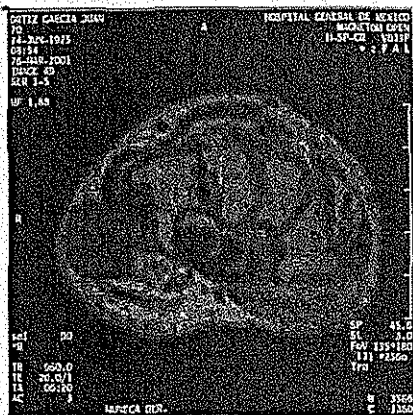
PACIENTE No.1. LA IMAGEN DE RESONANCIA MAGNÉTICA MUESTRA COMPRESIÓN DEL GRUPO FLEXOR, NERVIOS MEDIANO Y RADIAL DERECHOS Y ENGROSAMIENTO DEL RETINÁCULO FLEXOR. PLAN QUIRÚRGICO: LIBERACIÓN DEL TUNEL CARPIANO CON RETIRO DE TOFOS.
